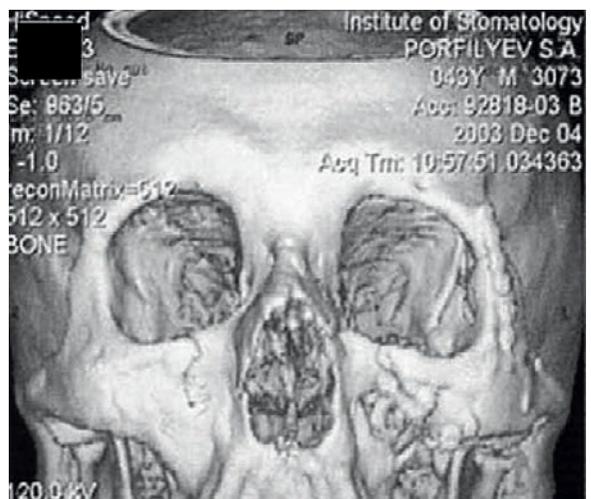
Тот же пациент через 4 месяца после операции. Трехмерная реконструкция изображения СКТ лицевого черепа в прямой (а) и косой (б) проекциях. Восстановлена целостность орбитального кольца титановыми минипластинами
